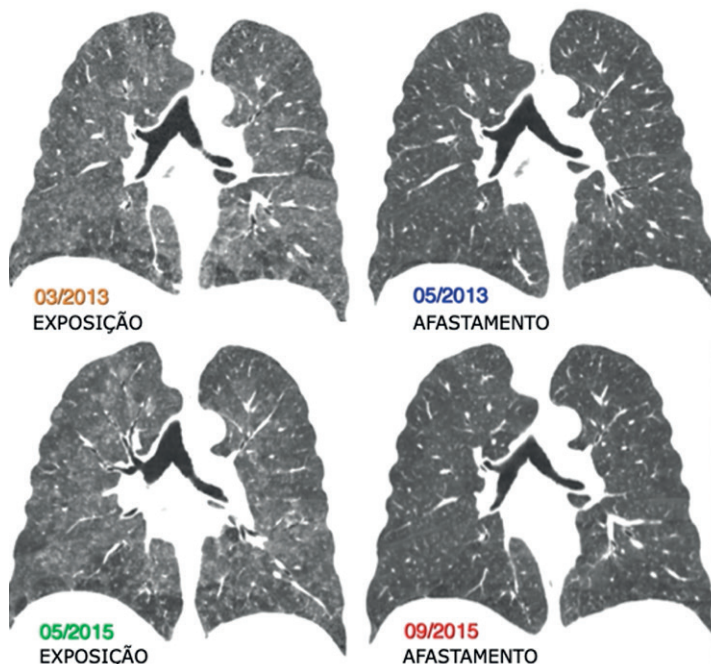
Achados da TC na PH não-fibrótica: atenuação em mosaico e nódulos centrolobulares em vidro fosco difusos, com importante acentuação das lesões durante os períodos de exposição respiratória.
